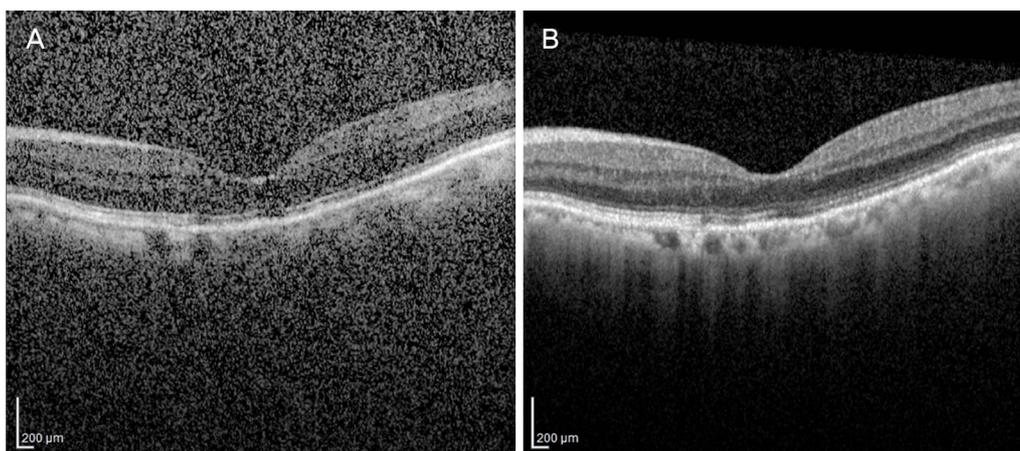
Optical coherence tomography (OCT) image of the left eye. (A) Before vitrectomy, there was no evidence of reduction of visual acuity, although it was not clearly visualized due to asteroid hyalosis. (B) After vitrectomy, OCT image was taken clearly.
